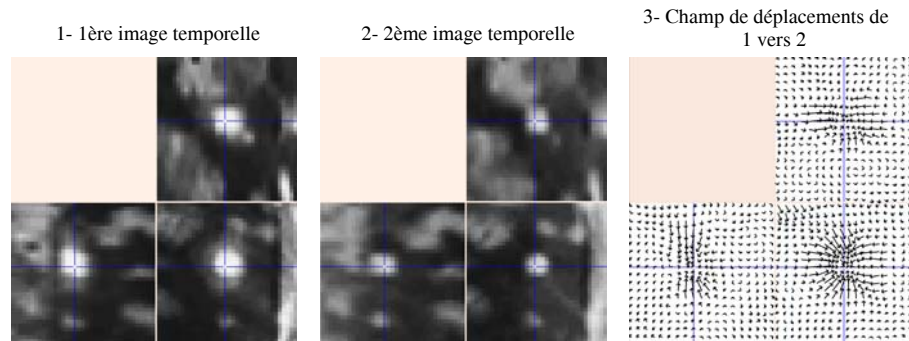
Un exemple de champ de vecteurs des déplacements apparents entre deux IRM (les images et le champ de vecteurs sont tridimensionnelles).
